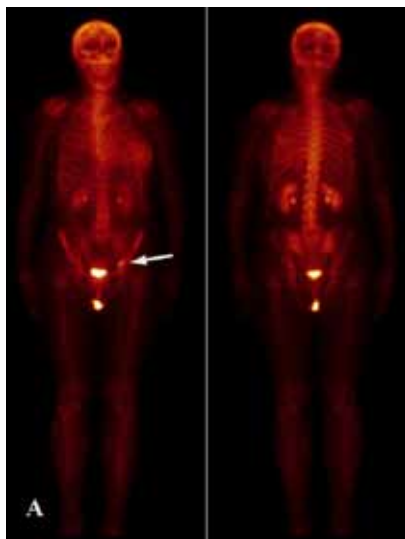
1А. Остеосцинтиграфия в планарном режиме. Очаг гиперфиксации РФП в крыше левой вертлужной впадины подозрительный на метастаз, указан стрелкой.
